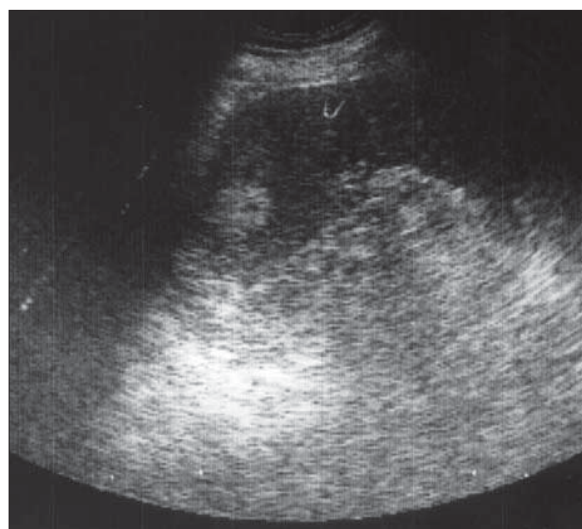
Hemangiom splenic. Ecografie
